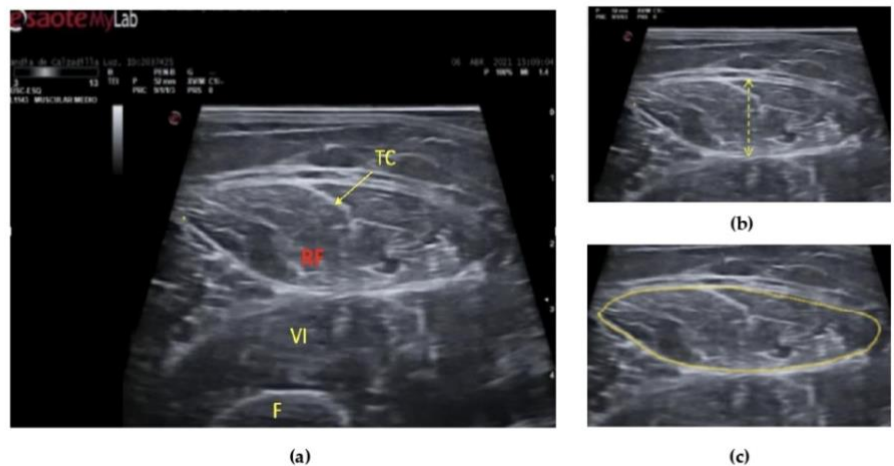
Ultrasound of the rectus femoris muscle for MT and CSA measurement points. (a): Guiding structures are shown for proper recognition. RF, rectus femoris muscle; CT, central tendon of RF; VI, vastus intermedius muscle; F, femur. (b): MT was determined as the distance between the superior and inferior aponeurosis of the RF. (c): CSA was measured by delimiting the cross-sectional area of the RF. Abbreviations: CSA: cross-sectional area, MT: muscle thickness, RF: rectus femoris muscle.
